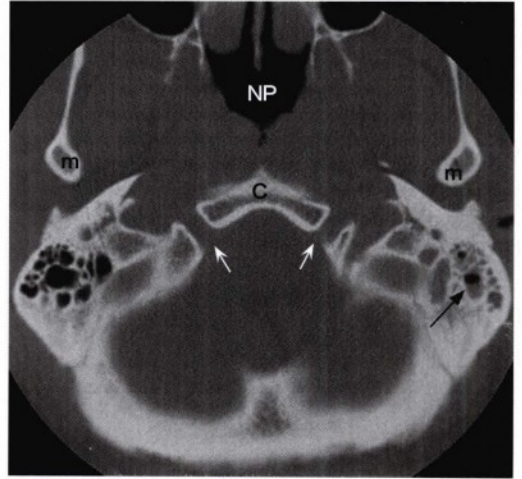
经舌下神经管（白箭头）层面的轴位骨窗CT图像，可见斜坡（C）、鼻咽通道（NP）和下颌突下极（m）。左侧乳突气房中可见少量液体影（黑箭头）。
